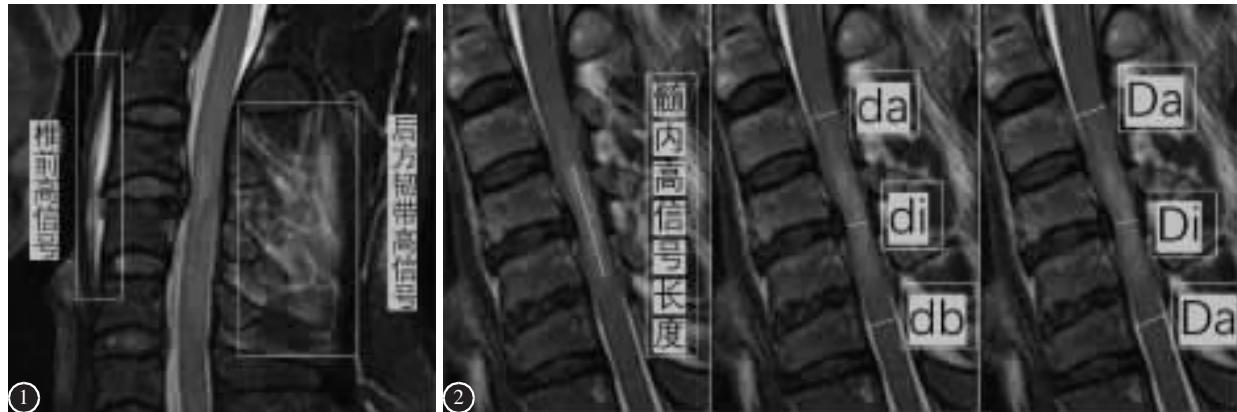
MRI T2 像显示椎前高信号和后方韧带高信号 图 2 在 MRI 矢状面 T2 像上测量脊髓内高信号长度, 椎管最狭窄处矢状径(Di), 脊髓受压最大处矢状径(di), 损伤节段上下各 1 个节段的椎管矢状径(Da、Db)和脊髓矢状径(da、db), MCC=[1-2×Di/(Da+Db)]×100%, MSCC=[1-2×di/(da+db)]×100%
